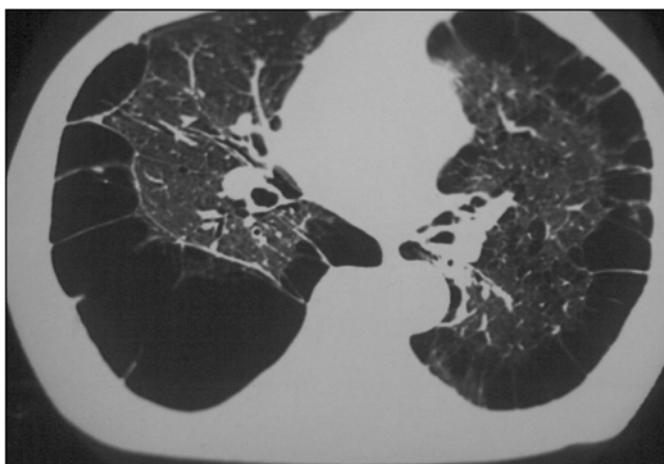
TAC torácico de un paciente de 55 años con enfisema pulmonar
